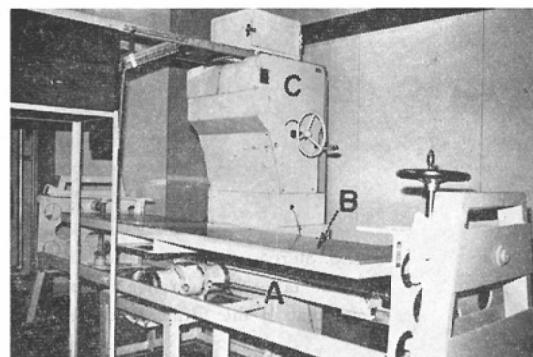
The unit for macrostereoradiography in four fold magnification. The table is set horizontally.
